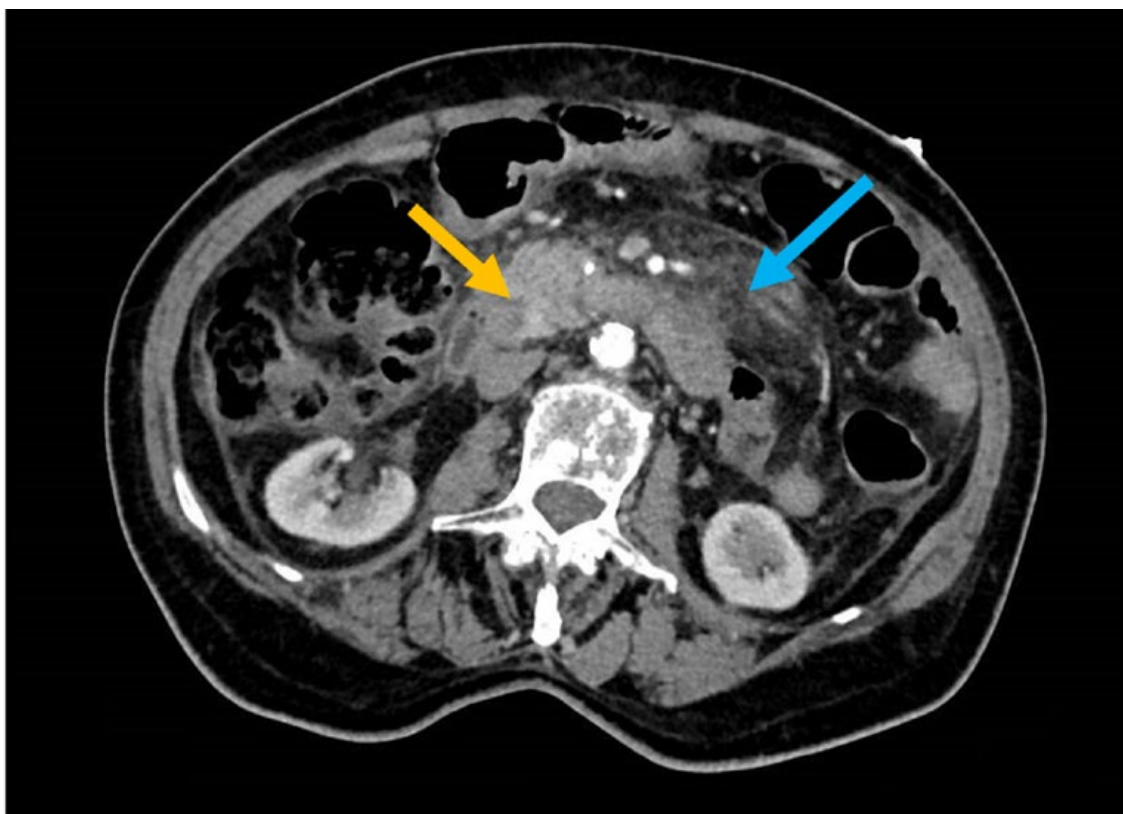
Abdominal and pelvic CT with contrast showed a pancreas with an enlarged cephalic portion (yellow arrow) with irregular contrast distribution and moderate densification of peripancreatic fat (blue arrow) and thickening of the renal fascia bilaterally.
